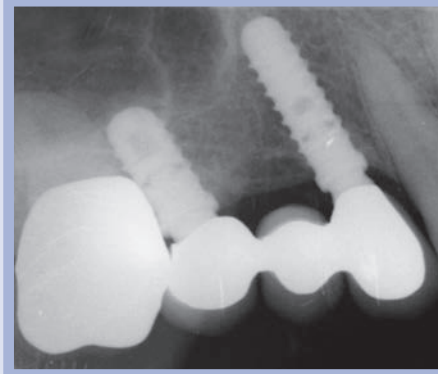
Immagine radiografica al controllo dopo 8 anni (anno 2012). Mantenimento dei livelli ossei. Stabilità ossea nel tempo
